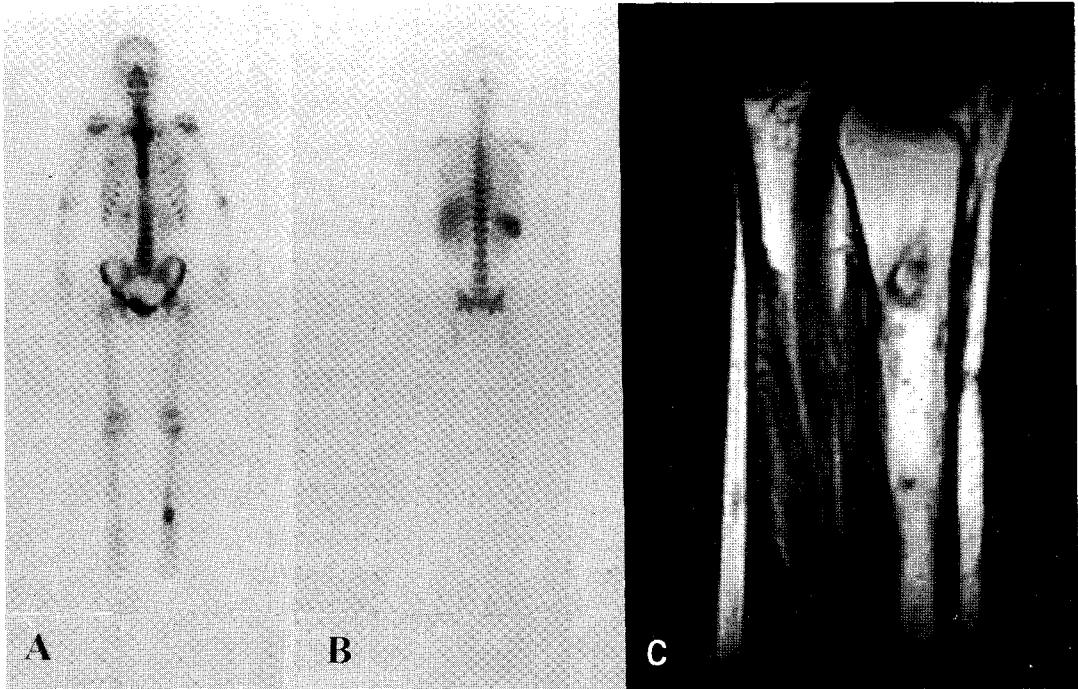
(A) Whole body image of bone scan in a patient with history of orthopedic surgery in tibia 20 years ago showed increased uptake in left tibia. (B) Whole body image of antigranulocyte antibody scan showed no antibody uptake. (C) MRI image showed bony irregularities at distal tibia. No evidence of osteomyelitis was confirmed during the follow up period.
